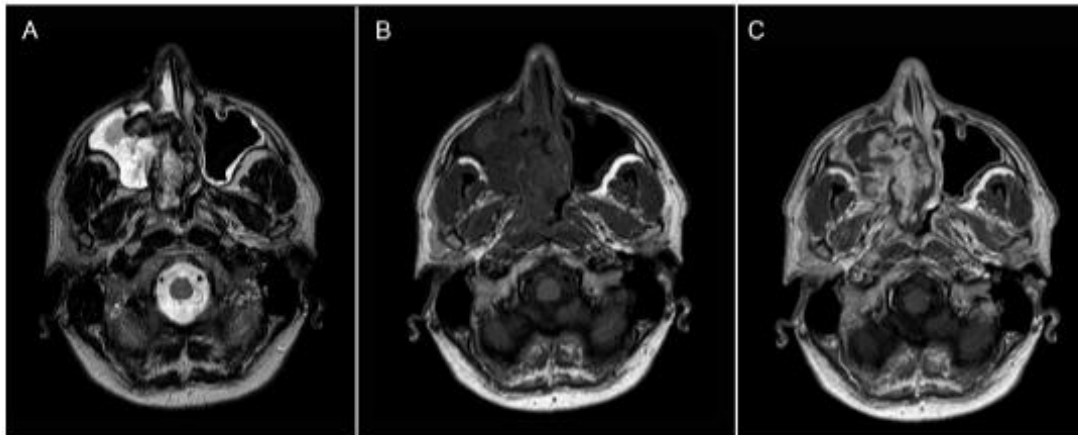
RM de senos paranasales. Angiofibroma. (A) Secuencia T2 en el plano axial. (B) Secuencia T1 en el plano axial. (C) Secuencia T1 tras la administración de contraste en el plano axial. Se observa una masa heterogénea de origen en la fosa pterigopalatina derecha con extensión a la fosa nasal y seno maxilar ipsilaterales. Tras la administración de contraste se aprecia un intenso realce heterogéneo.
